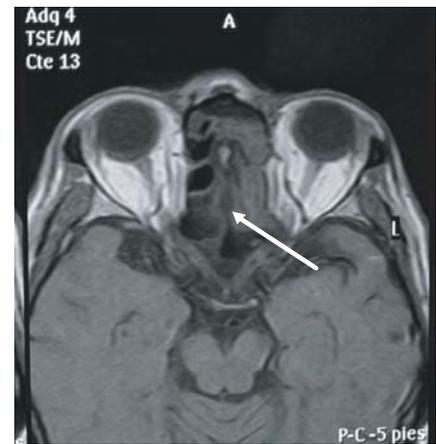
RMN demuestra invasión tumoral en las celdillas etmoidales (flecha).
